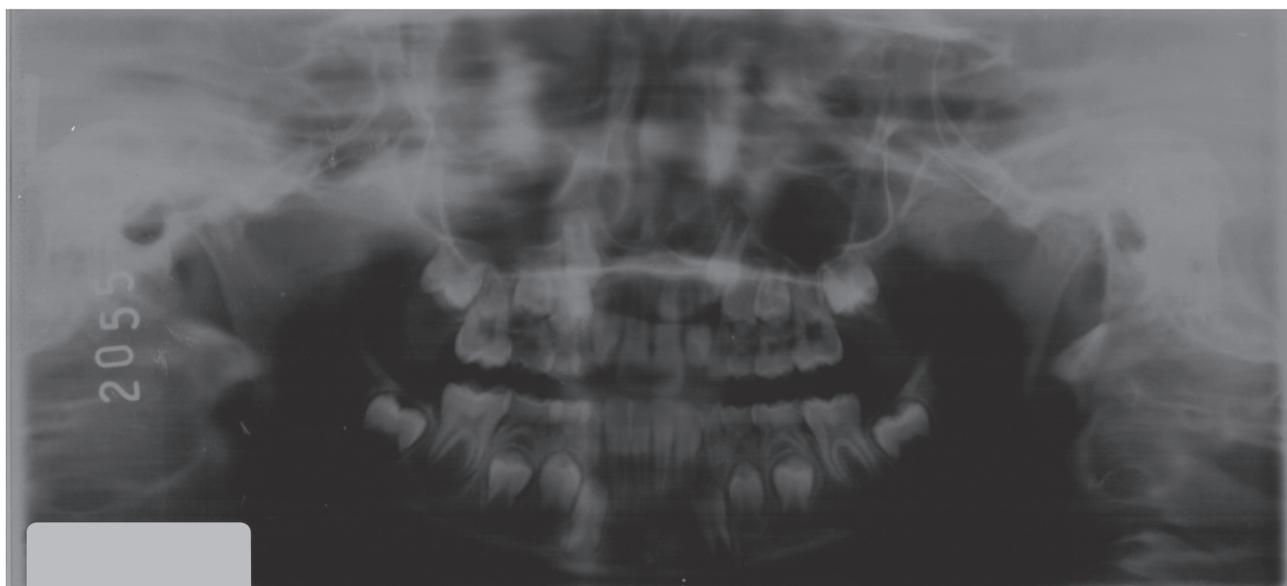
Radiografía panorámica donde se observa la lesión osteolítica que envuelve ambas raíces del 4.6.
